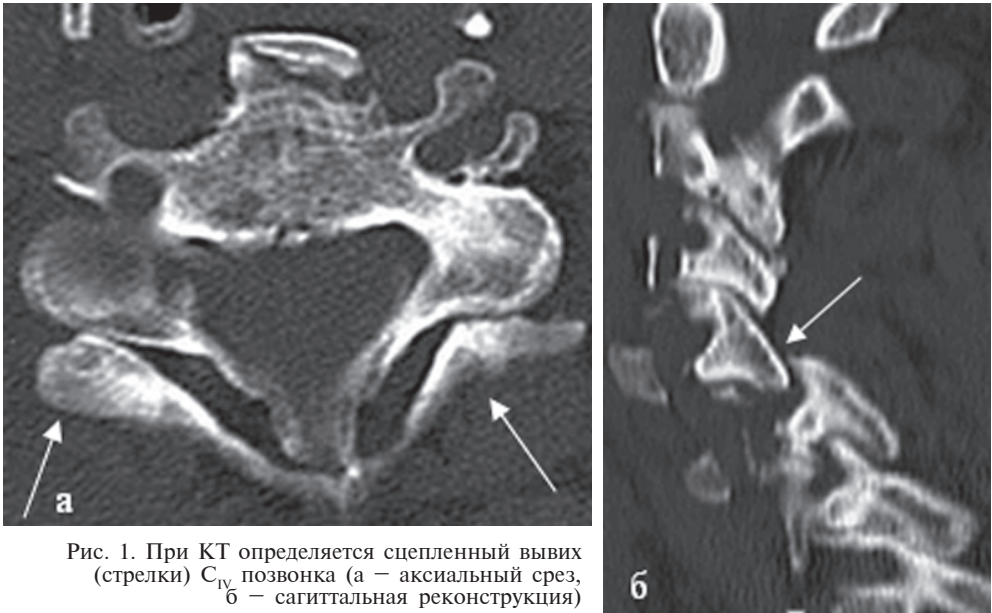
При КТ определяется сцепленный вывих C_{IV} позвонка (а – аксиальный срез, б – сагиттальная реконструкция)
